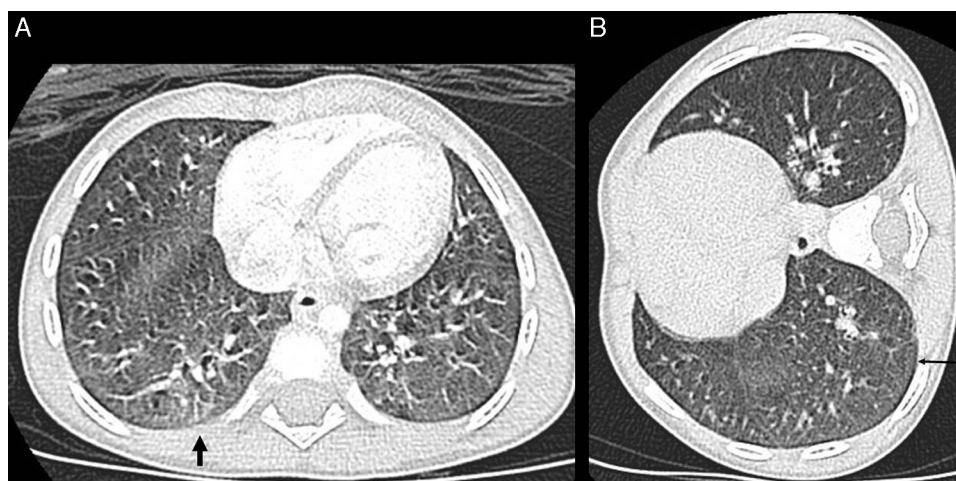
Hipoventilación de las bases pulmonares, zonas declives. Tomografía computarizada multidetector de tórax, cortes transversales con contraste intravenoso. A) corte transversal en decúbito supino. Se objetiva un área de mayor densidad («en vidrio deslustrado») en la región posterior de la base pulmonar derecha correspondiente a una zona de hipoventilación por declive (flecha). B) Corte transversal en decúbito lateral derecho. La zona de la región posterior de la base pulmonar derecha se observa ahora más aireada (flecha), excluyendo la existencia de patología pulmonar.
